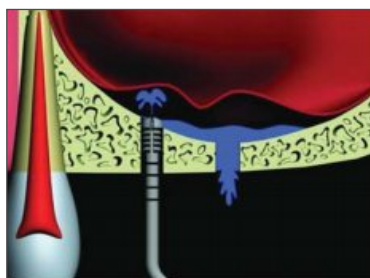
HPISE is inserted to break sinus floor using ultrasonic vibration and elevate sinus membrane using water pressure.
